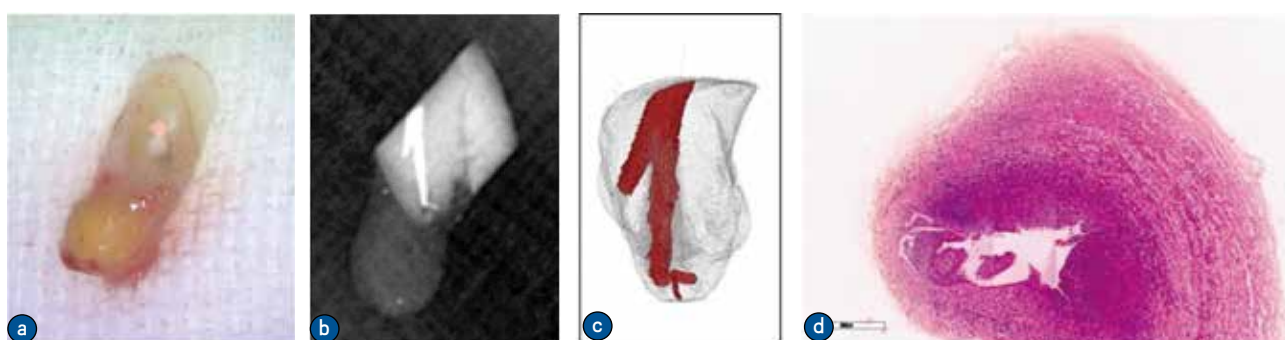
35 显微根尖手术切除标本检查图片。a. 切除后完整骨质、根尖及根尖组织；b. 切除标本 X 线片；c. 切除标本 Mirco CT 扫描三维重建图片；d. 送检组织镜下见纤维囊壁，囊壁内较多炎症细胞浸润，符合根尖囊肿表现
